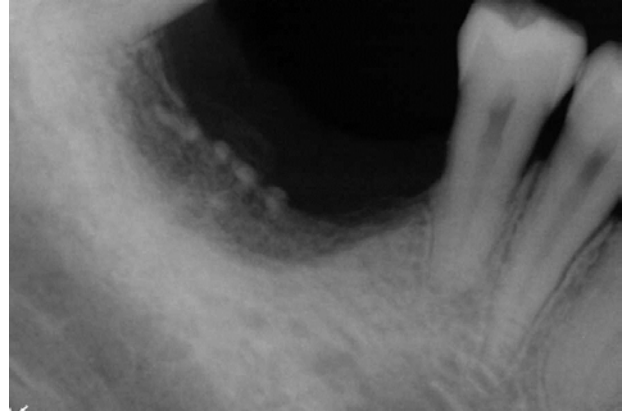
Periapical view after bone graft.
